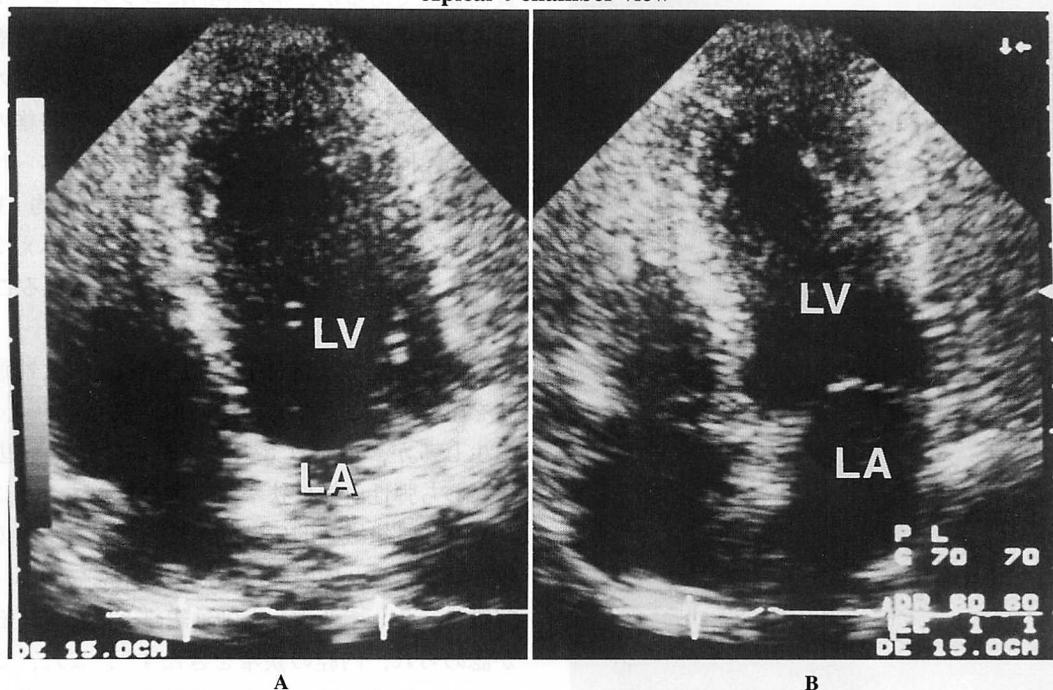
Two-dimensional echocardiograms showing mild hypokinesis in the anterior wall and septum of the left ventricle
